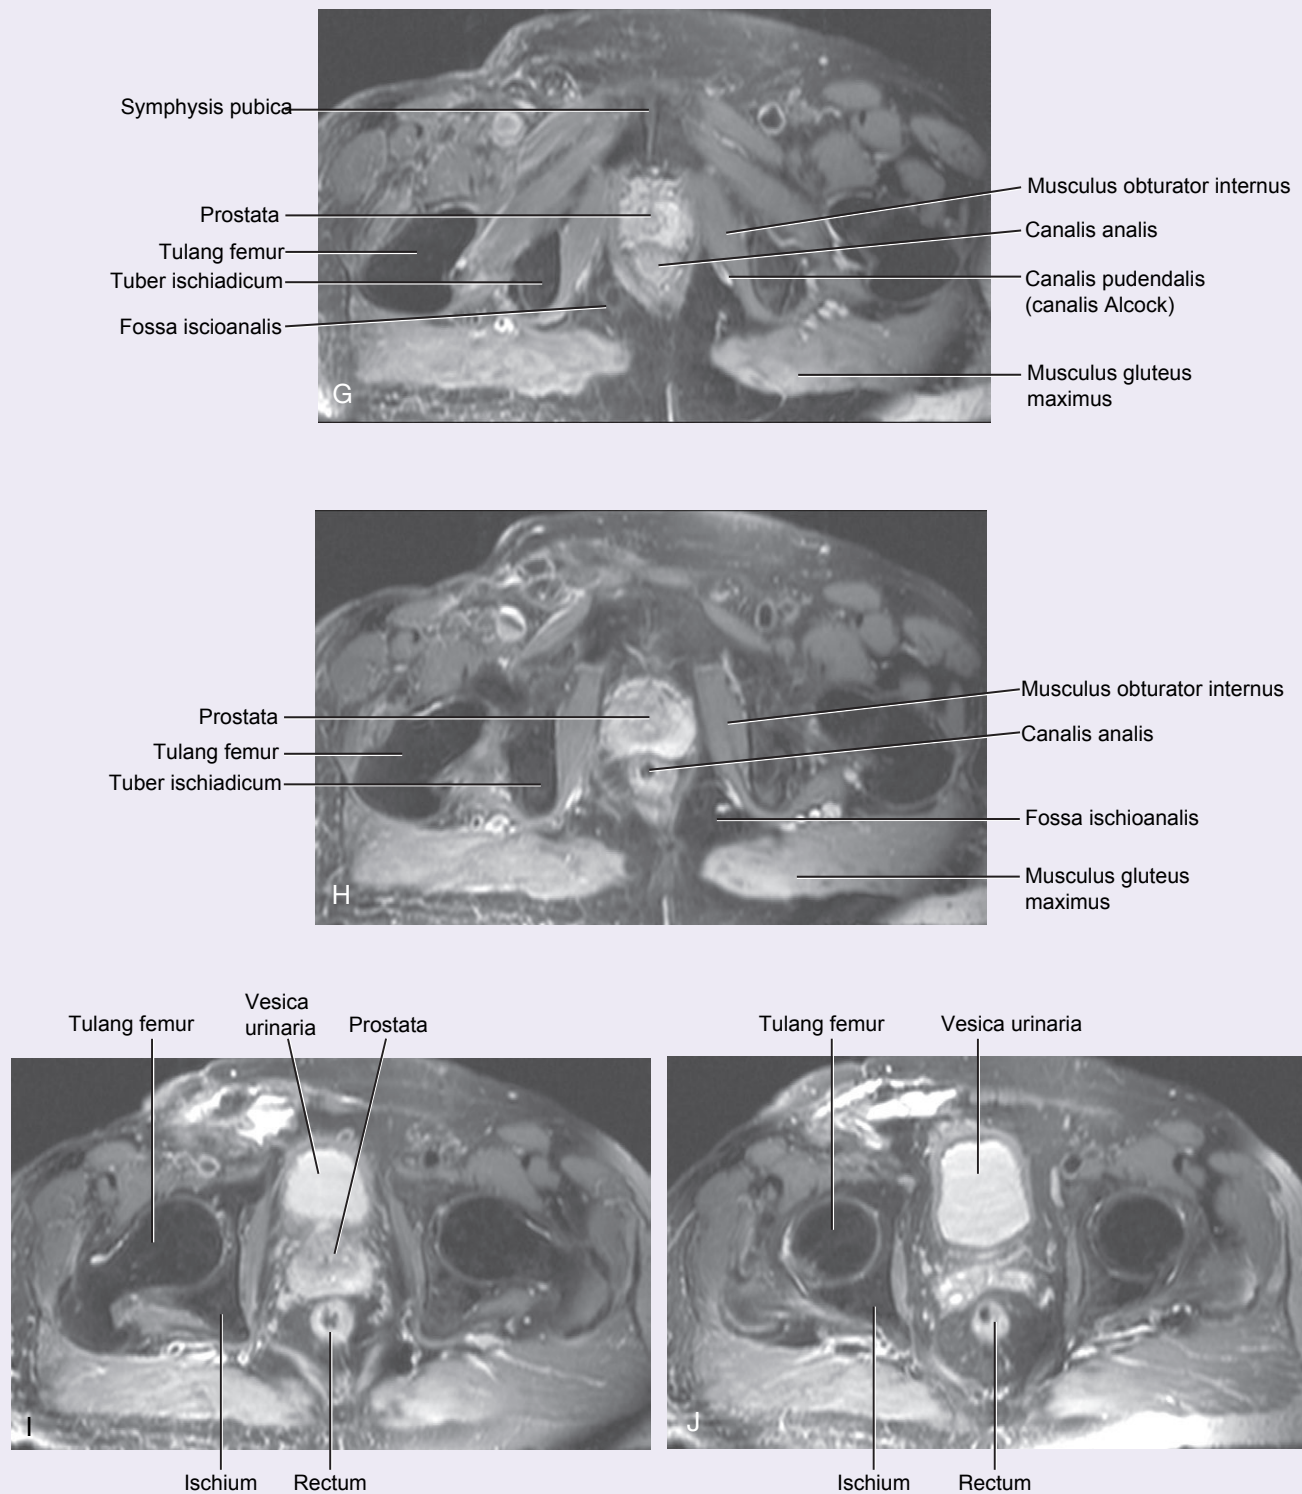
A sampai C. Serangkaian pencitraan penampang axialis mealui cavitas pelvis dan perineum dari inferior ke superior, memperlihatkan sebagai struktur dan hubungannya satu dengan yang lain (gambar T2-weighted MR pada bilangan axialis).
